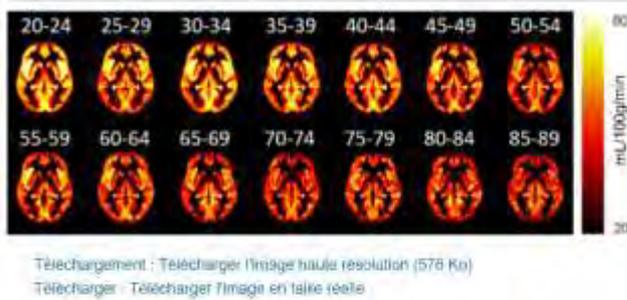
CBF par groupes d'âge (à 5 ans d'intervalle), mesuré par IRM (De Vis et al., 2007 utilisé avec la permission de John Wiley and Sons). DSC = débit sanguin cérébral ; IRM = imagerie par résonance magnétique.
